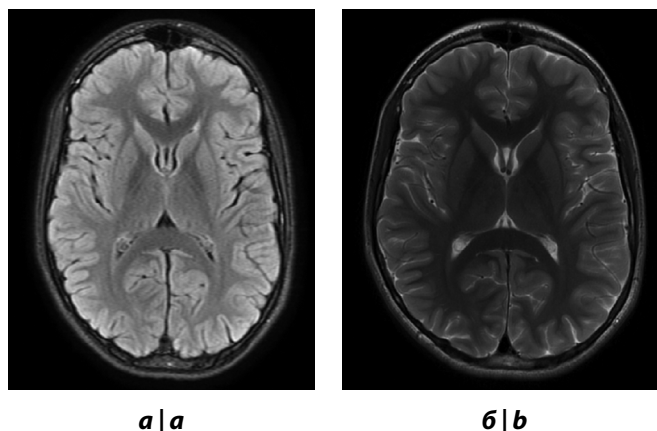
МРТ головного мозга пациента Т.
